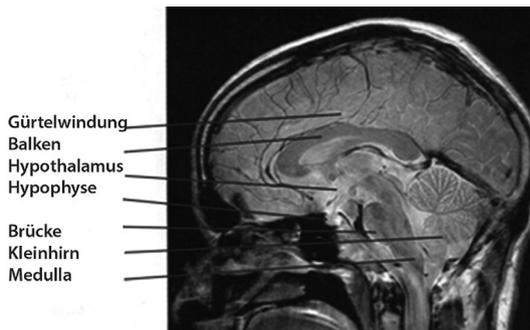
Mittelschnitt durch das Gehirn in der Magnetresonanztomographie (MRT)
